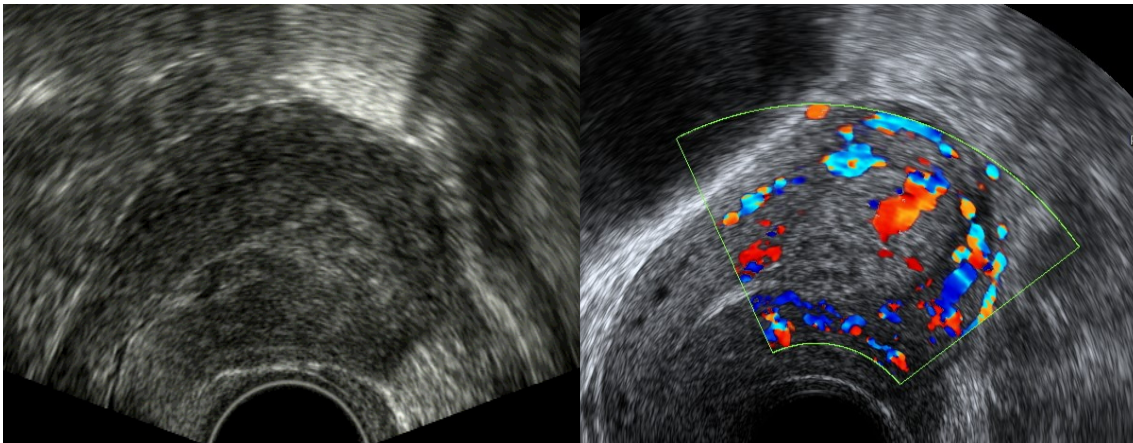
Imágenes ecográficas en 2D de restos placentarios. En la imagen de la izquierda se observa un endometrio engrosado con imágenes heterogéneas y en la imagen de la derecha, al estudio Doppler color, los restos placentarios muestran vascularización focal aumentada score 4.
